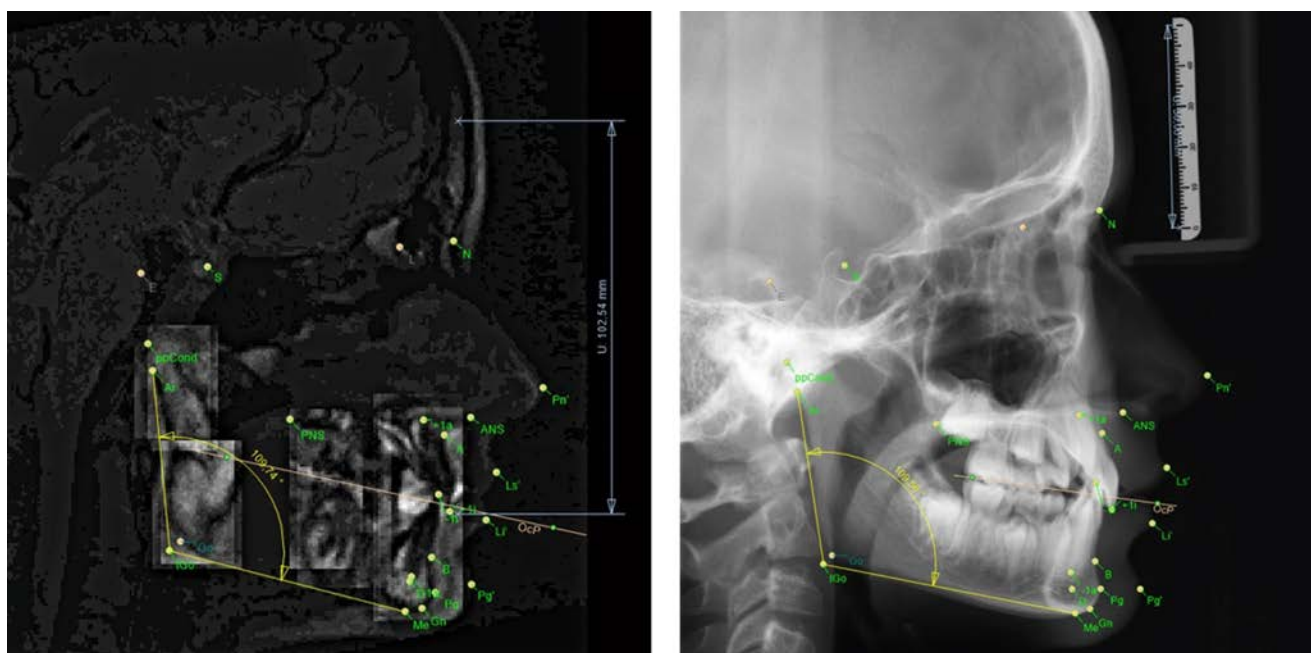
Kephalmetrische Analyse links: fusioniertes MRT-Bild; rechts: FRS
